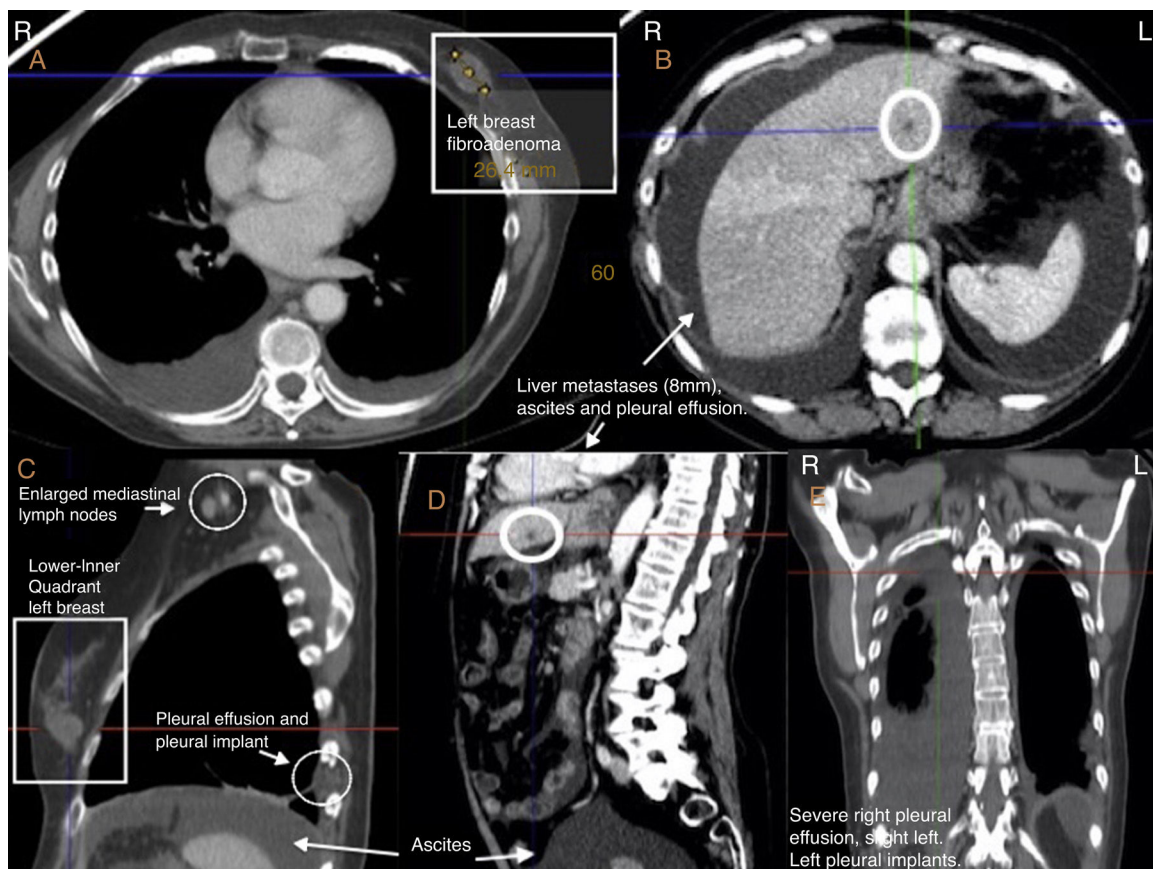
Imágenes de tomografía computarizada (TC) de mayo del 2016. Fibroadenoma mamario, adenopatías mediastínicas, micronódulo hepático, ascitis y derrame pleural bilateral de predominio derecho.
